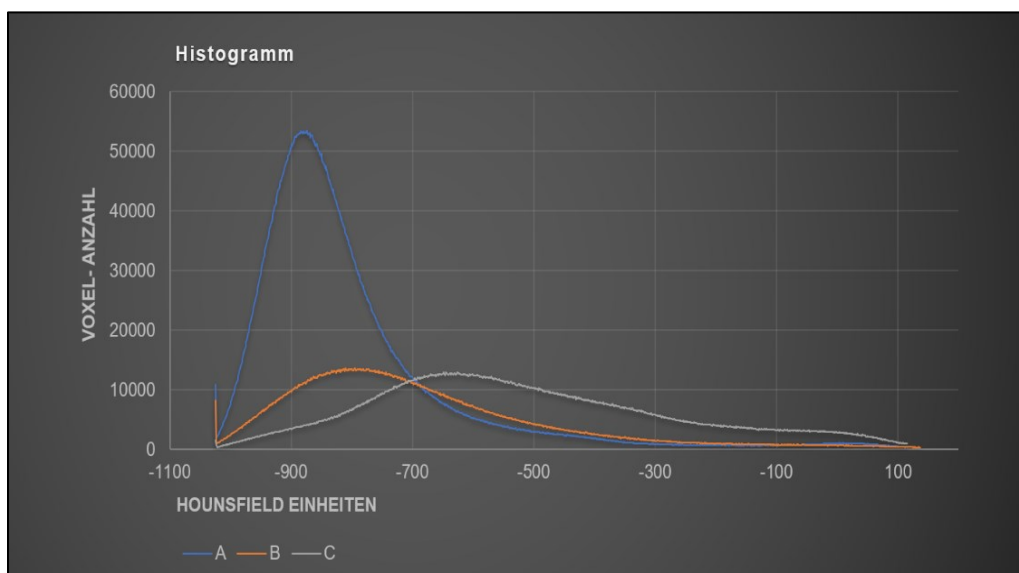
Histogramm. Basisdaten sind die Daten der HE-Verteilungen der CT-Bilder aus Abbildung 12.
